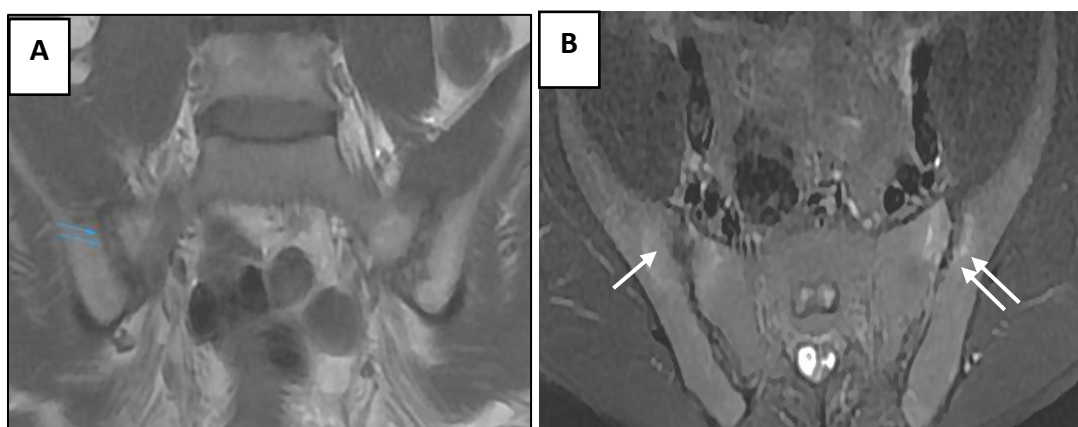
Images d'IRM des articulations sacro-iliaques en séquence T1 coronale (A) et en séquence STIR axiale (B) montrant une sacro-iliite avec œdème osseux sous-chondral (flèches blanches) et des érosions des berges articulaires (flèches bleues).
